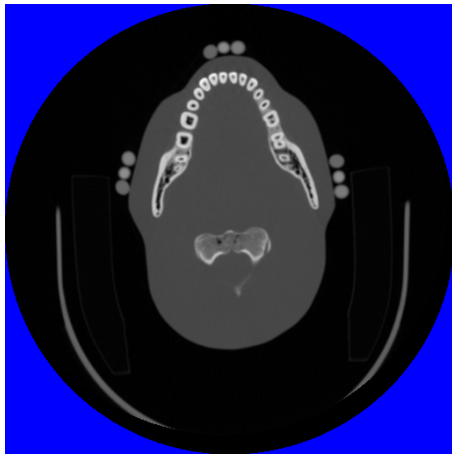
CT image of the phantom (LightSpeed QX/i).
